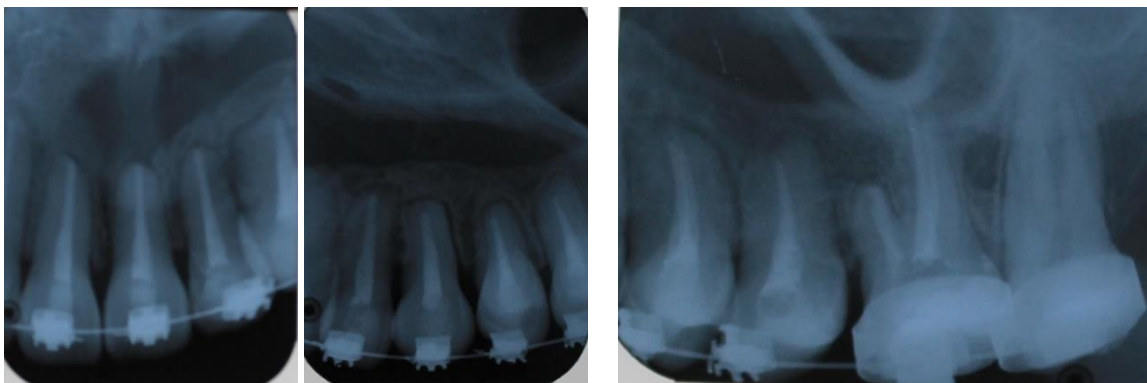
Radiografías periapicales : se evidencia la presencia alveolar en piezas afectadas por el quiste fisural.(Marzo 2014)
